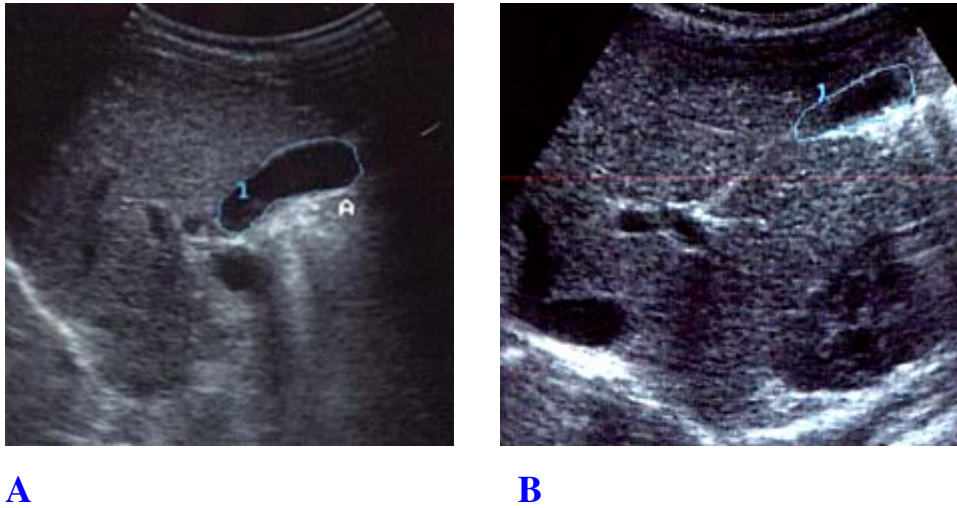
Ultra-sonografia da vesícula biliar. Em A, delimitação da área da vesícula biliar em jejum. Em B, delimitação da área após 60 minutos da alimentação.
